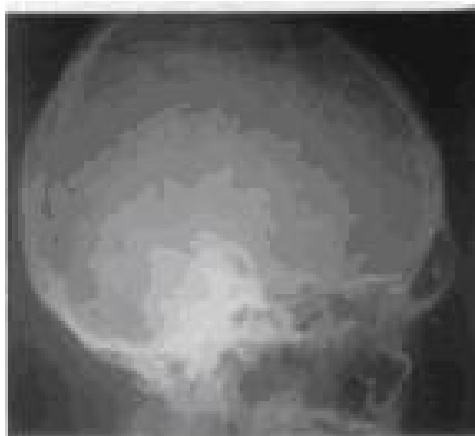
Radiografía de tórax donde se observan lesiones osteolíticas en forma de perdigonazos
